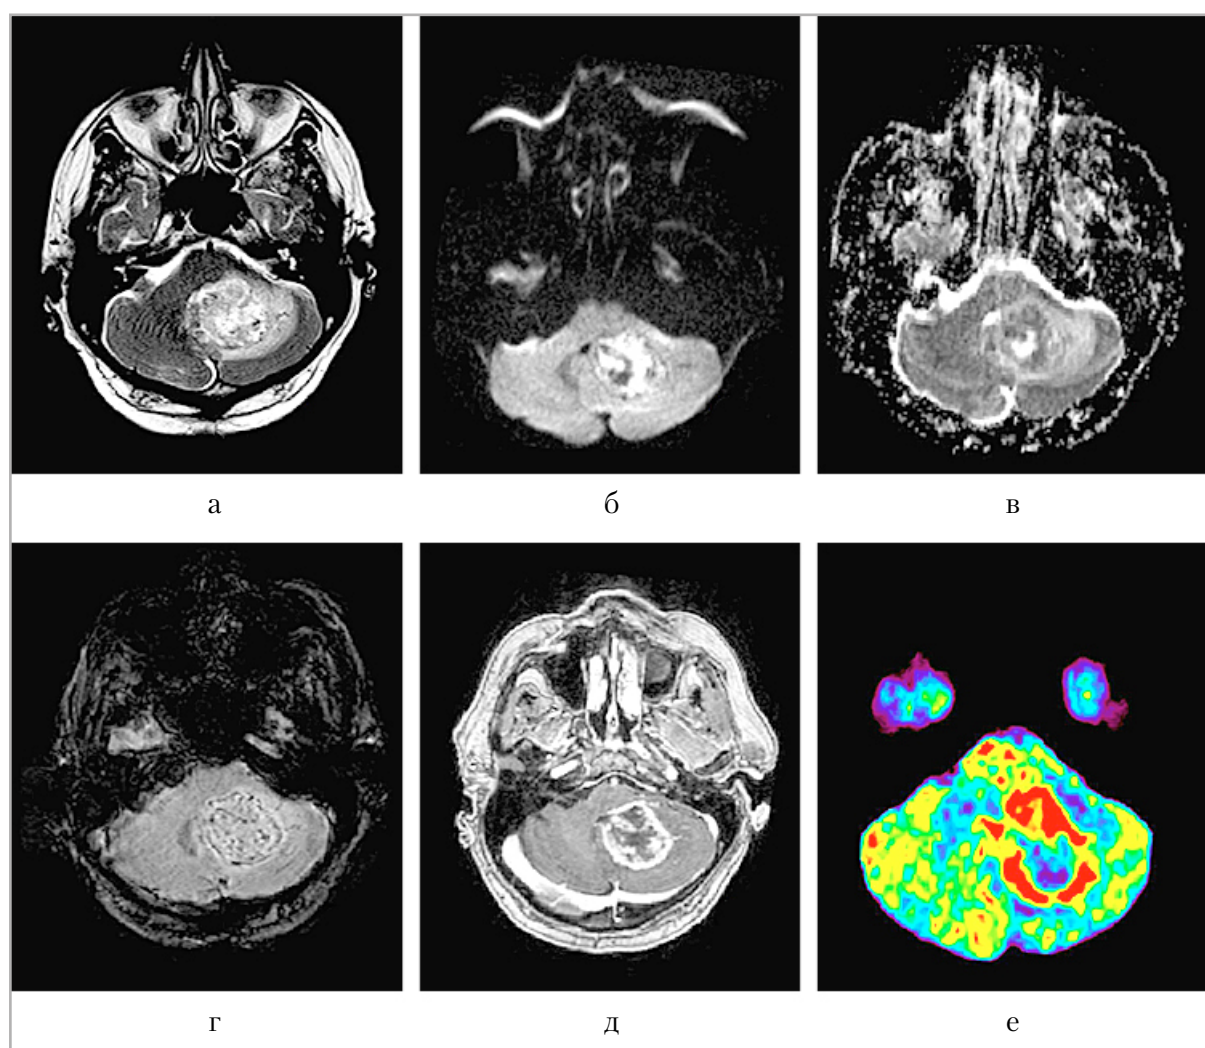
МРТ головного мозга пациента с глиобластомой в мозжечке: *а* — T2-ВИ; *б, в* — DWI, ADC; *г* — SWAN; *д* — T1-ВИ с контрастированием; *е* — CBF. В левой гемисфере мозжечка на фоне умеренного вазогенного отека визуализируется внутримозговая опухолевая масса, характеризующаяся гипоинтенсивным сигналом на T2-ВИ, интенсивным кольцевидным накоплением контрастного препарата, ограничением диффузии с соответствующими участками повышения значений скорости мозгового кровотока. ИП SWAN указывает на наличие сосудистых шунтов в структуре образования
